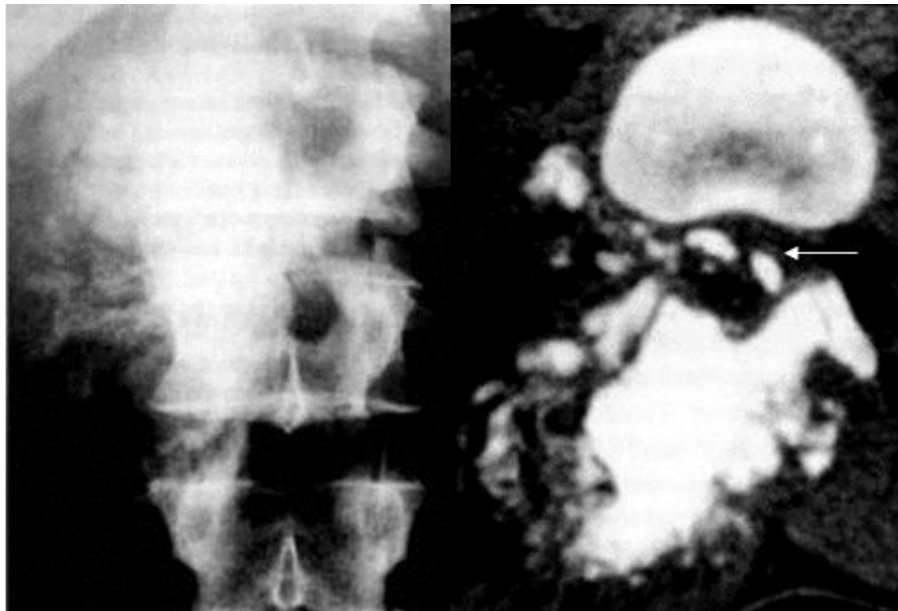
Рентгенограма в прямій проекції та КТ. Склеротична ОС – у дужках і остистому відростку тіла D 12 визначається масивне пухлинне кістковоутворення, що поширюється в м'які тканини та донизу, до ніжки дуги хребця, що знаходиться нижче, та впровадженням фрагментів у просвіт каналу – стрілка.
